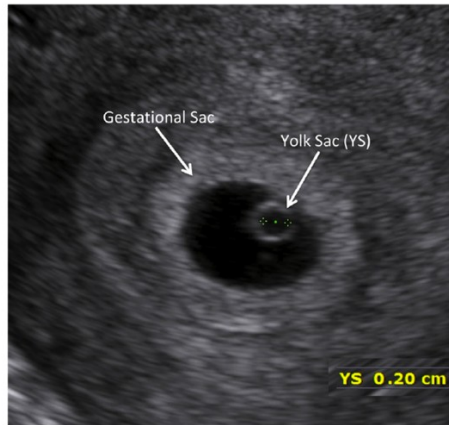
Vesícula vitelina (yolk sac) en interior de saco gestacional. Imagen de Detti L. Et al. *Early pregnancy ultrasound measurements and prediction of first trimester pregnancy loss: a logistic model. Nature. 2021*
